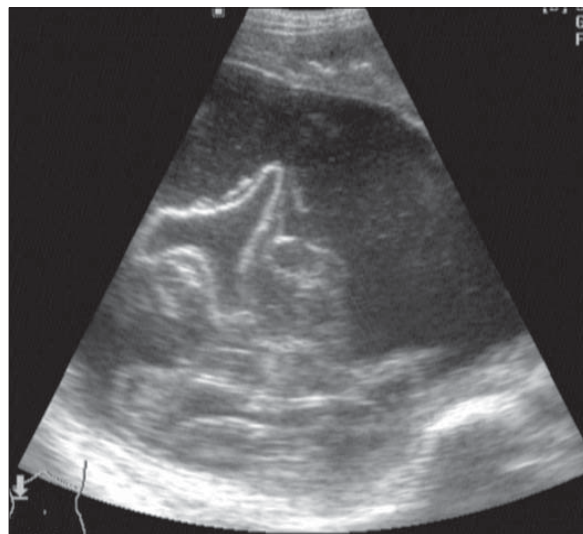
Chist hidatic hepatic. Membrană decolată. Ecografie ficat. Imagine transonică în care se identifică membrana decolată sub forma unei linii ecogene pliate.
